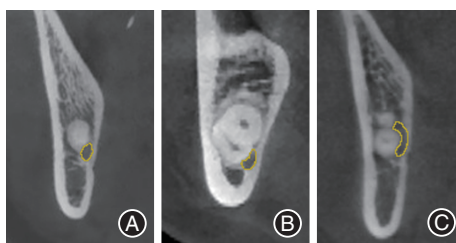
下颌管(IAC)与下颌第三磨牙(M3M)牙根接触最紧密时的IAC形状锥形束CT(CBCT)冠状面图像 A:圆形或椭圆形;B:泪滴形;C:哑铃形。
